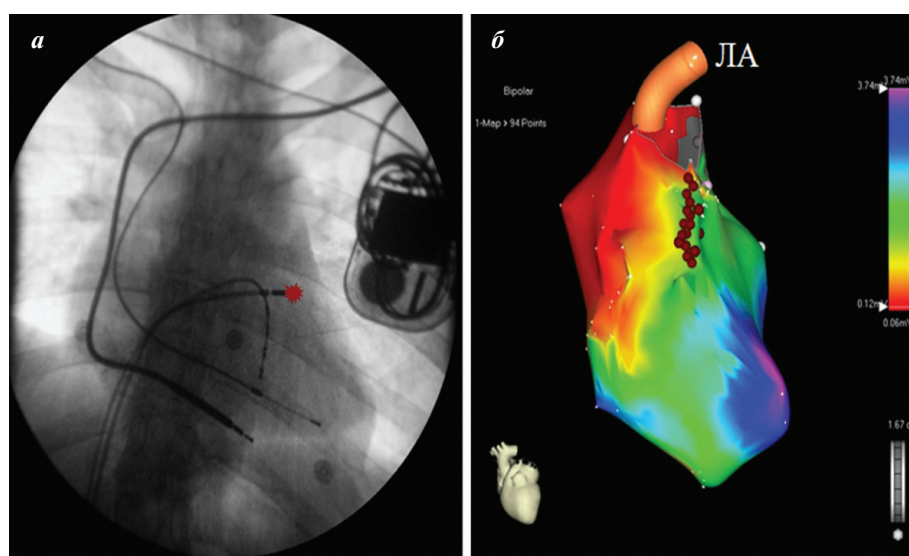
Результаты обследования пациентки после операции коррекции стеноза ЛА: а - рентгенография (абляционный электрод позиционирован в ВОПЖ), б - изохронная карта ПЖ (серый цвет - область послеоперационной заплаты, красные точки - линейные РЧ-аппликации). Цветное изображение см. на вклейке.
